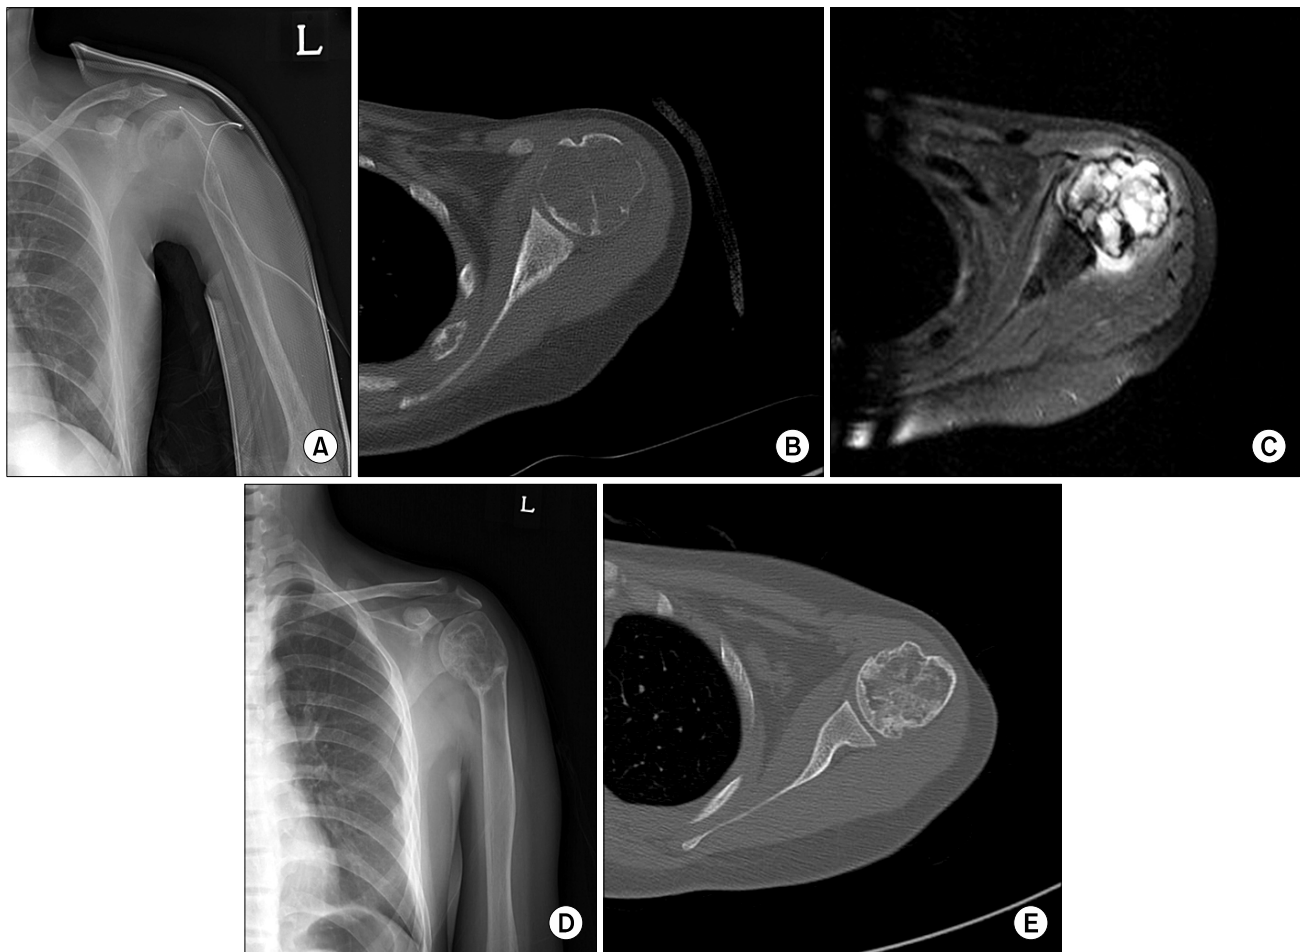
Radiologic findings. Simple X-ray: Geographic expansile intramedullary osteolytic lesion from left proximal humerus head portion to metadiaphysis (A). Upper extremity CT axial view: Multiseptated cystic bone tumor in left humerus metadiaphysis area. Suspicious marked thinning and partial destruction in cortex. Edematous change in muscles and soft tissue area (B). MRI shoulder axial view: Multiseptated cystic bone tumor in left humerus metadiaphysis, prominent thinning in cortex, suspicious cortical destruction, edematous change in muscles and soft tissue area (C). Simple X-ray (5 months after surgery): Reduced expansile and osteolytic lesion of the left proximal humerus head portion (D). Upper extremity CT (5 months after surgery): Markedly reduced cystic portion of left humerus (E).
